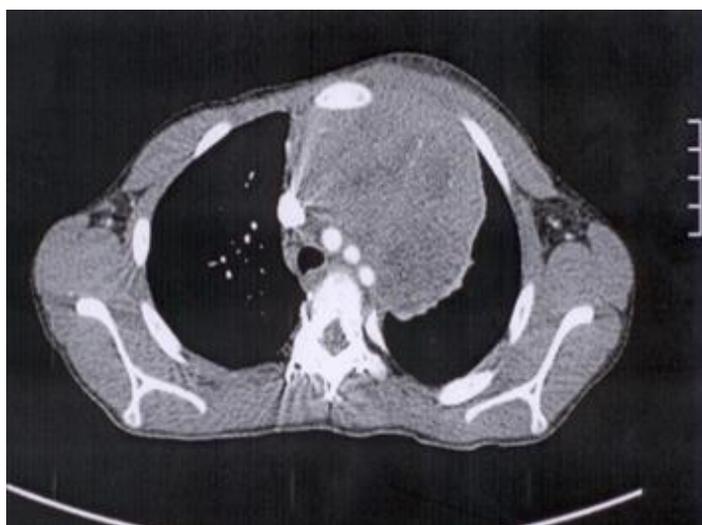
Компьютерная томография органов грудной полости. Тот же пациент, трахея оттеснена вправо, сдавлена до 0,9 см
